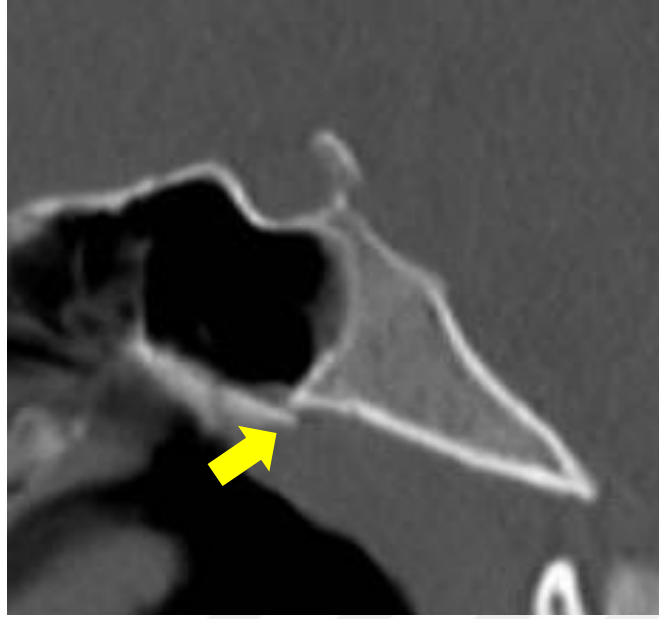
SOS kapanma derecesi 2. evrenin BT görüntüsü.
